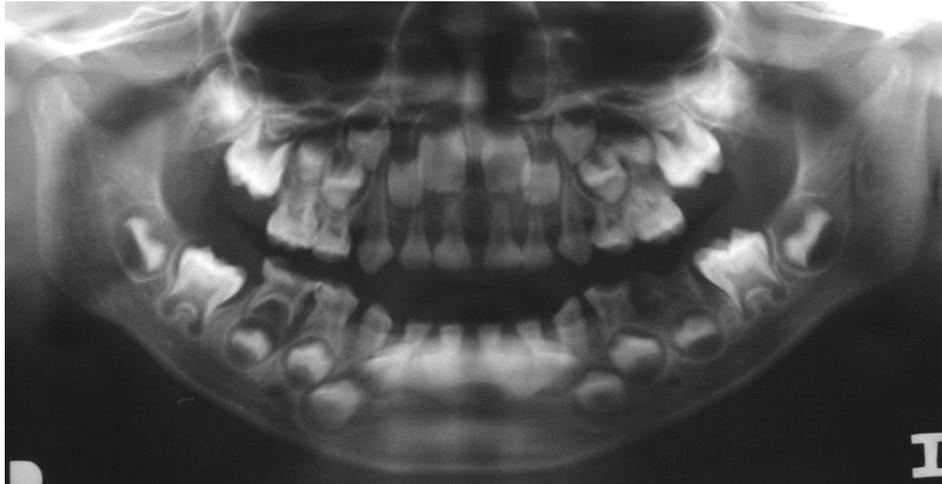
Radiografía panorámica donde se observa fractura bilateral del cóndilo de la mandíbula en un niño de 4 años de edad. Tomado de archivo de pacientes del Postgrado Cirugía Bucal. U.C.V, 1994.
